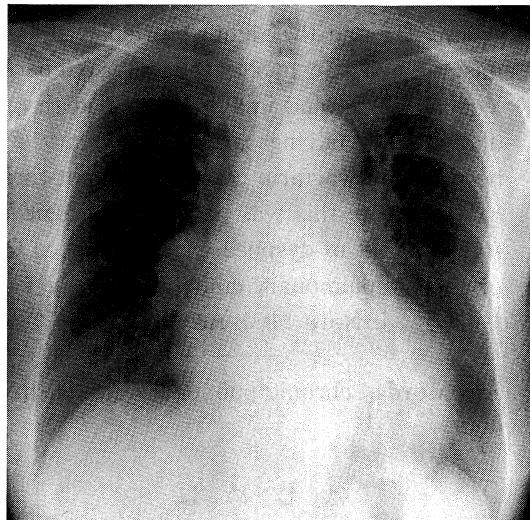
The chest roentgenogram on admission. Cardiac thoracic ratio was 64.5%. Bilateral pleural effusion was shown.
